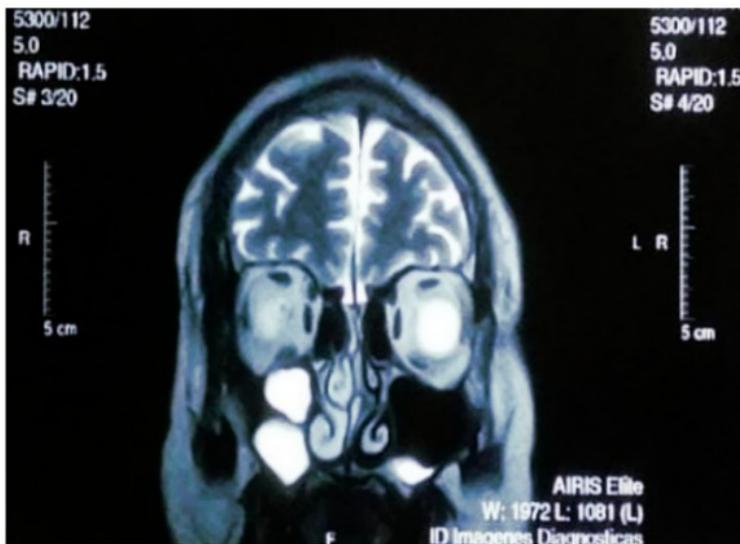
RMN de Orbitas: engrosamiento del nervio óptico, ojo izquierdo, y pérdida de la continuidad de la membrana y leve tortuosidad.
